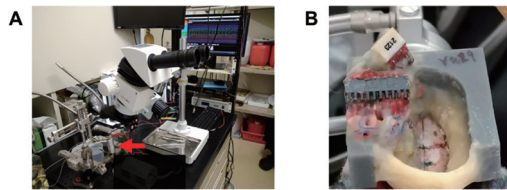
覚醒下頭部固定脳活動記録システム, (A) システムの外観。矢印は超音波トランスデューサーを示す。(B) 動物の頭部。左半球から脳活動を記録し、右半球に経頭蓋超音波照射を行った。
